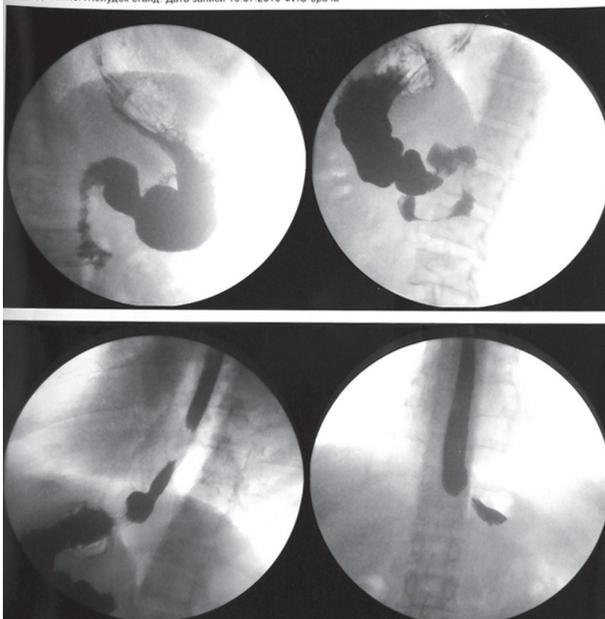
К-н А.Б., 42 г. рентгенограммы пищевода и желудка от 19.07.2010 г. – до операции. Рентгенологом указано: картина ГПОД аксиального типа, Рефлюкс-эзофагит.
